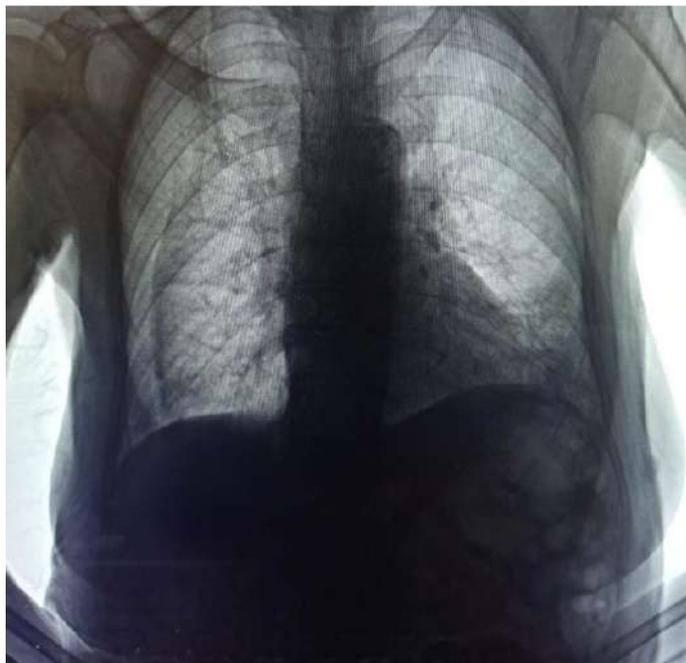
Рентгенограмма (пациент Р.) – пневмомедиастинум в сочетании с малым пневмотораксом справа без подкожной эмфиземы (собственное наблюдение)
